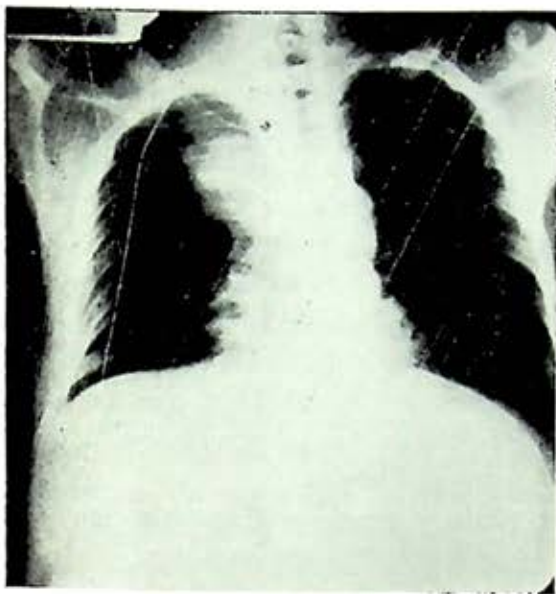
Radiografía preoperatoria muestra tumor en mediastino superior.
